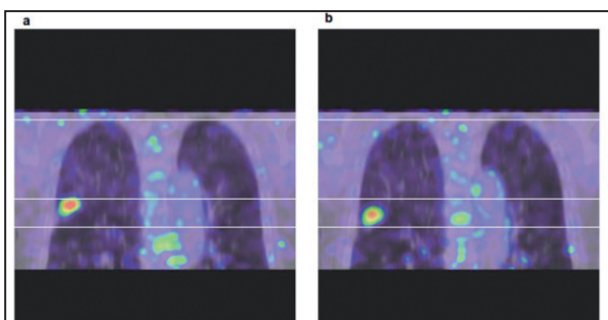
Ces 2 images de fusion PET/CT (vues coronales; a : image acquise lors de l'expiration; b : image acquise lors de l'inspiration) montrent une même lésion pulmonaire tumorale du lobe supérieur droit. Les images ont été acquises de manière synchronisée à la respiration du patient («gating»), la lésion est mobile et suit le mouvement respiratoire.
